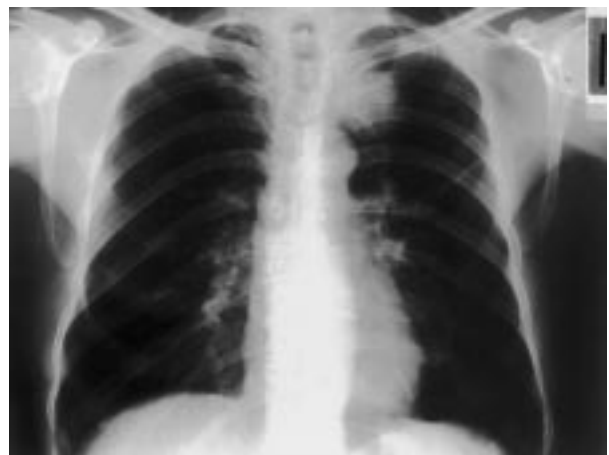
Radiografía de tórax: masa paratraqueal izquierda.
